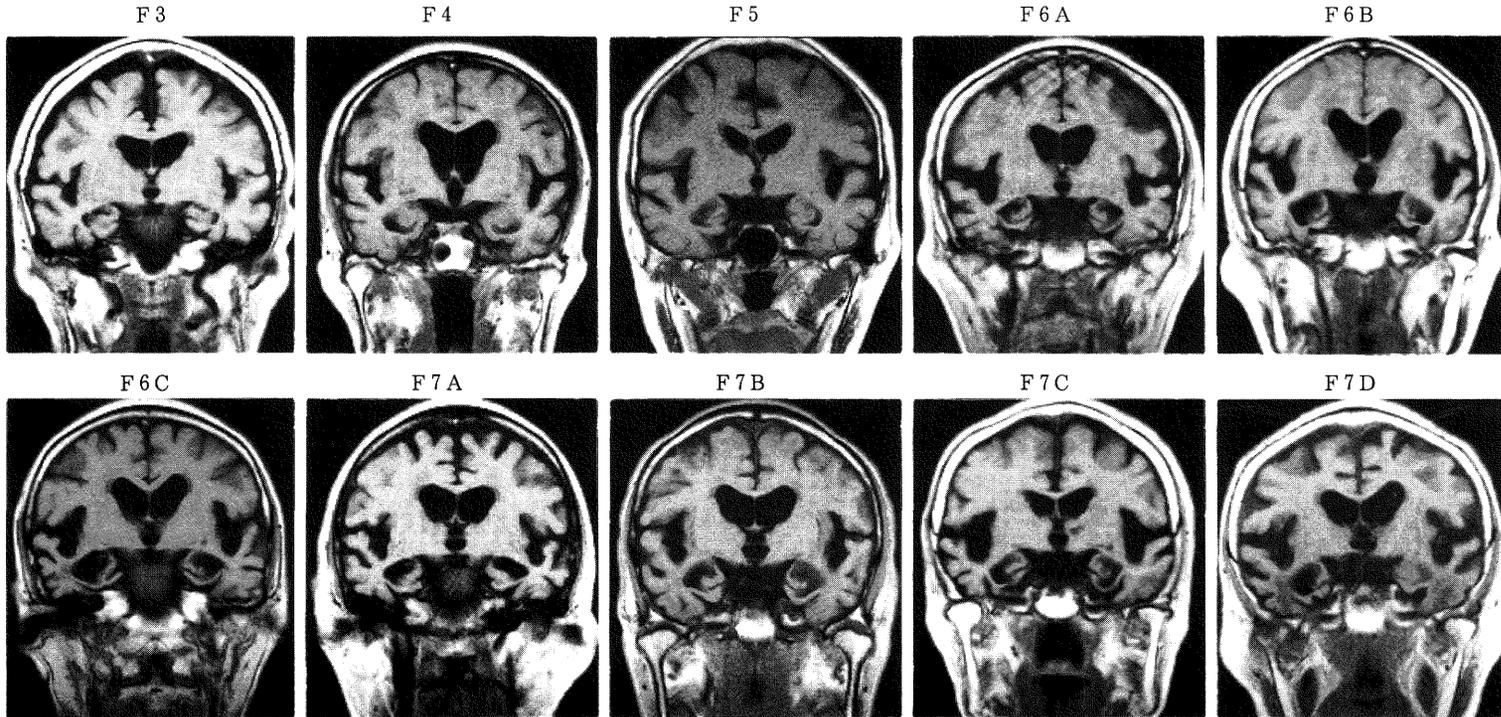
アルツハイマー型老年痴呆各病期の冠状断 (MRI T1強調画像): アルツハイマー型老年痴呆では早期から海馬傍回の萎縮が見られ, 病期を追うごとに海馬を含む側頭葉内面の萎縮が進行する. 側頭葉以外の脳葉萎縮は遅れ脳室拡大は限定的.
